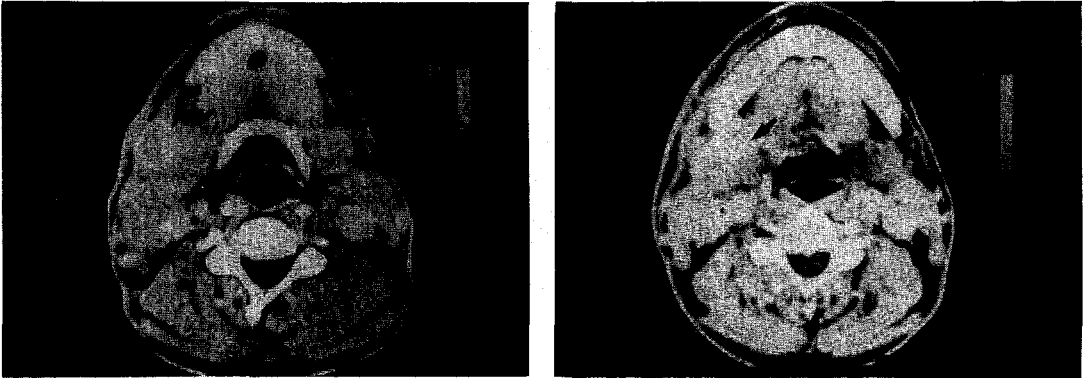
Preoperative computerized tomographic findings.
